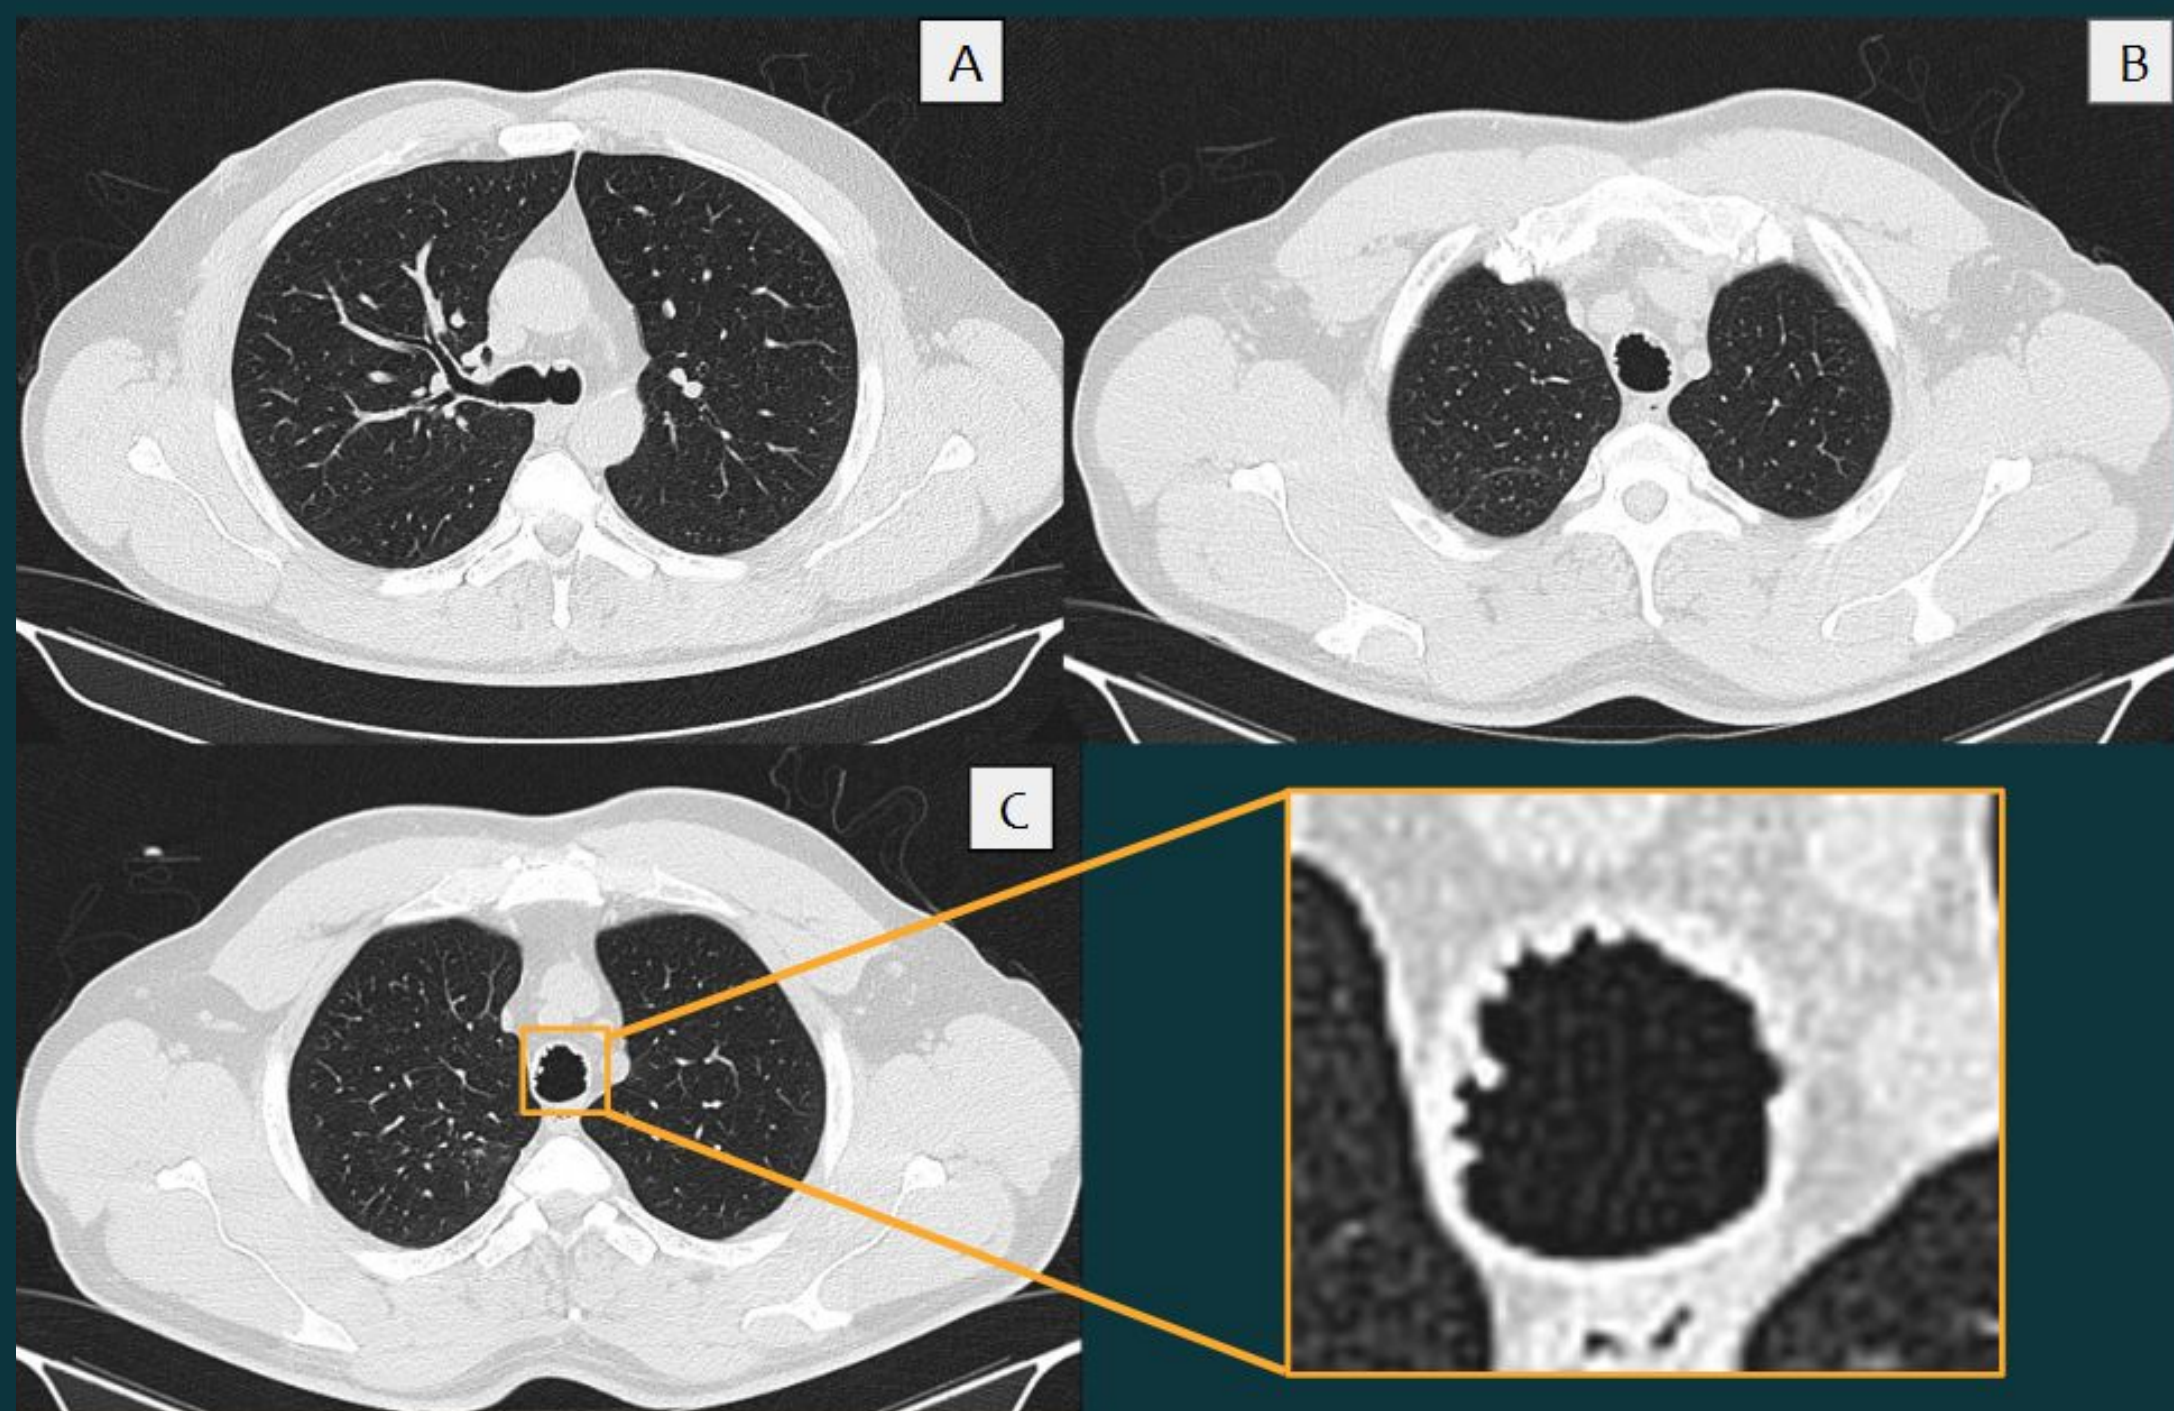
TC de tórax con cortes axiales (A-B-C) en ventana de parénquima pulmonar donde se evidencia engrosamiento difuso de la pared anterior y lateral de la tráquea con múltiples imágenes nodulares pequeñas.
